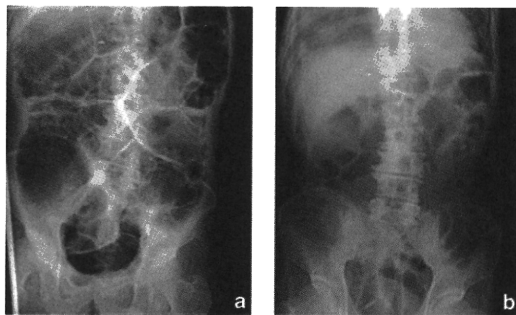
Abdominal X-ray findings of the gastrointestinal pseudo-obstruction after surgery. (a) The abdominal X-ray findings of the megacolon on postoperative day 16. Whole colon was dilated to 4.10 cm. (b) The abdominal X-ray findings after treatment with intravenous administration of phentolamine. The gastrointestinal pseudo-obstruction and megacolon had almost resolved.
